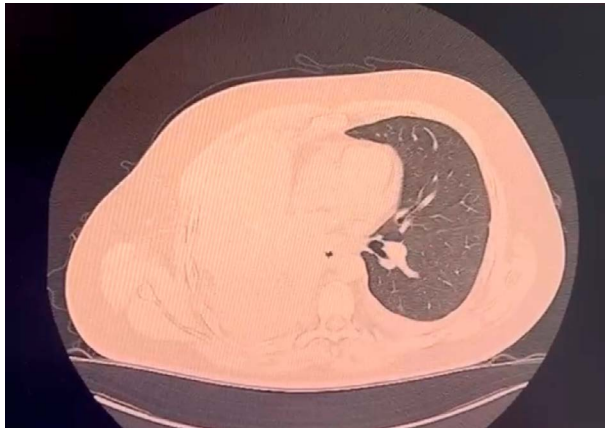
Tomografía de tórax con contraste (21/4/24) evidenciando importante aumento del volumen tumoral, con velado de todo el hemitórax derecho por masa de aspecto heterogéneo, con realce al medio de contraste y áreas hipodensas/licuadas alrededor, además de surgimiento de linfadenomegalias axilares a la derecha
